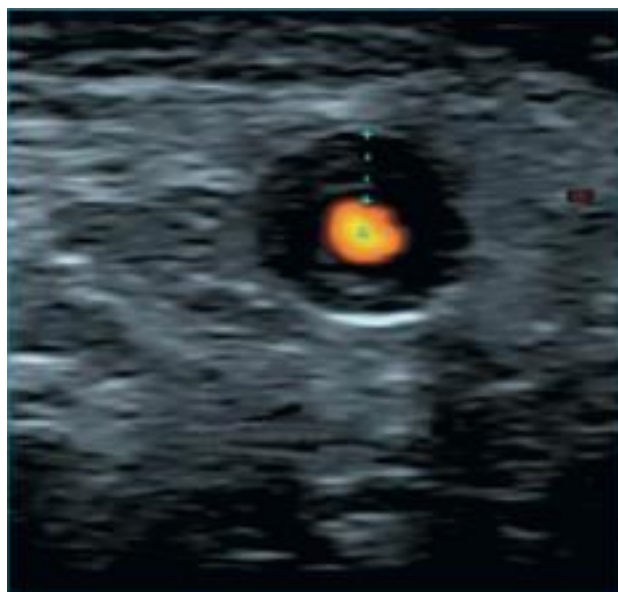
Échographie doppler d'artère temporale : « signe du halo » au cours d'une maladie de Horton [200].
